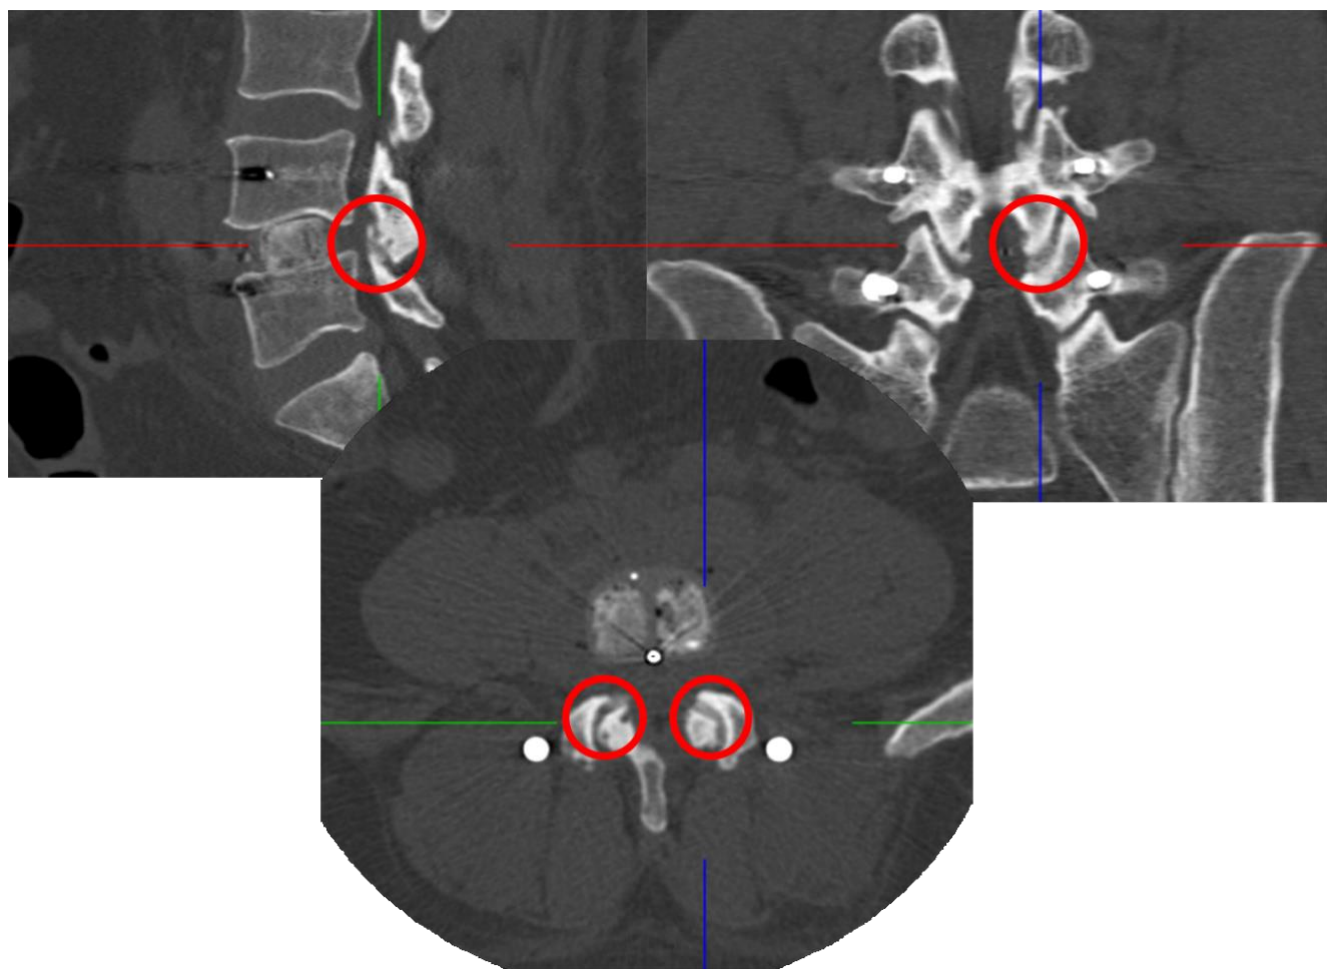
Контрольная КТ на вторые сутки после оперативного вмешательства.
